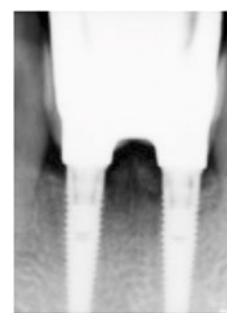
Prótese Fixa Definitiva em Zircónia e respetiva radiografia.
